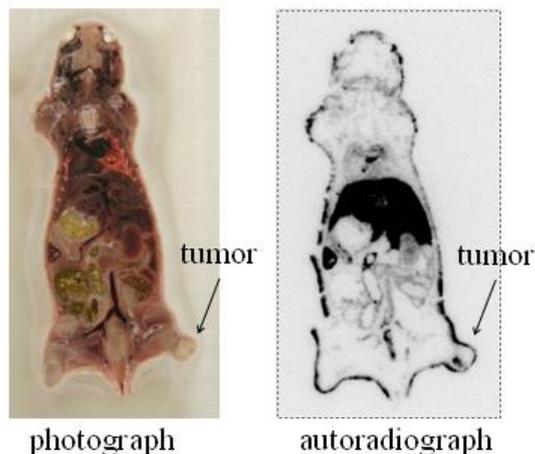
(A) In-111-liposome 在 A549 裸小鼠的腫瘤動物模式之 microSPECT/CT 之造影。白色箭頭處 SKOV3-ip1/luc 腫瘤。(B) 相同腫瘤模式下之 Autoradiography 實驗結果。結果顯示在此動物模式下，In-111-liposome 在腫瘤中的吸收低。
